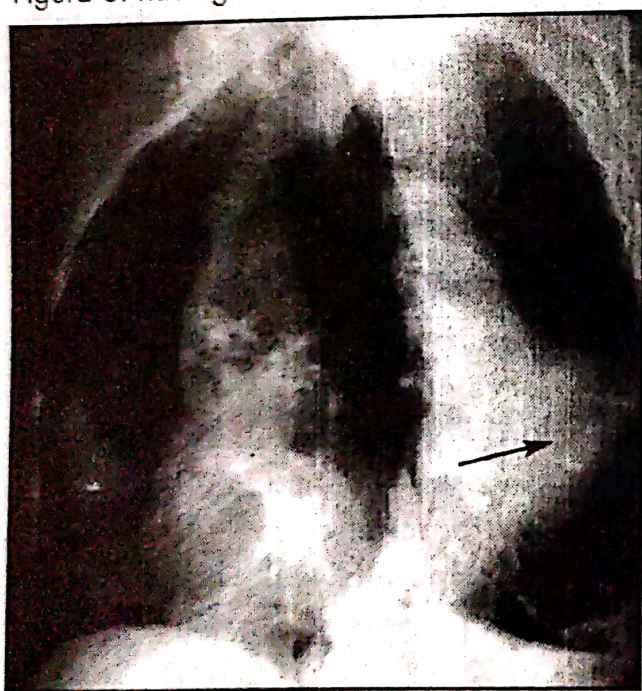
Radiografie în incidență oblică.
